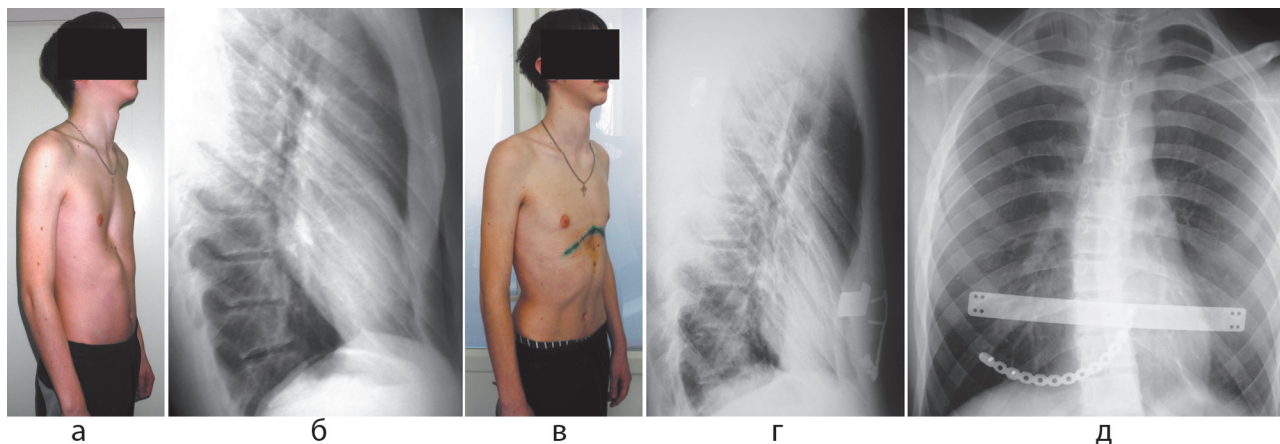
Пациент К., 17 лет. Диагноз: воронкообразная деформация грудной клетки II степени. Асимметричная форма. Деформация реберной дуги: а – фото пациента до операции; б – рентгенограмма грудной клетки в боковой проекции до оперативного вмешательства; в – фото пациента после операции; г, д – рентгенограммы грудной клетки в прямой и боковой проекциях после оперативного вмешательства
